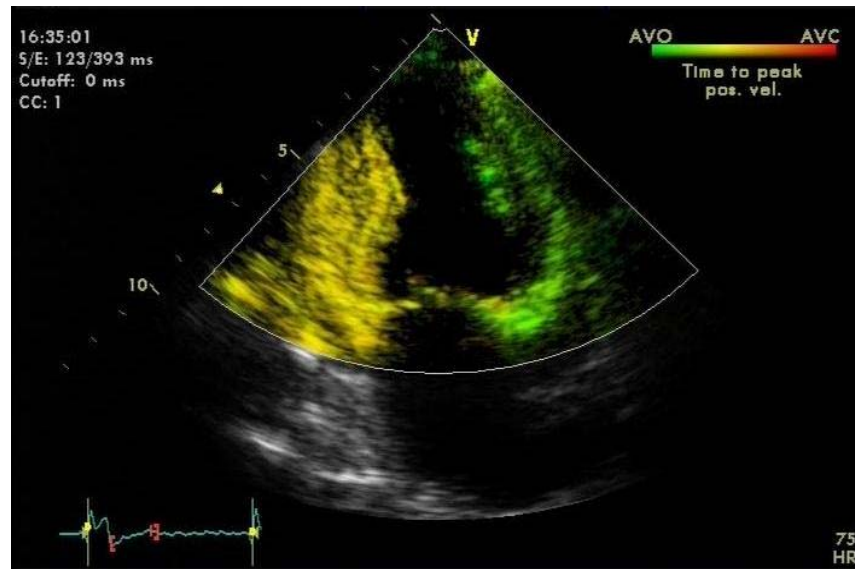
Exame do paciente nº 39. Técnica da TSI colorida mostrando dissincronia da contração ventricular (amarelo) da parede inferior em relação à anterior, no corte apical 2C.
